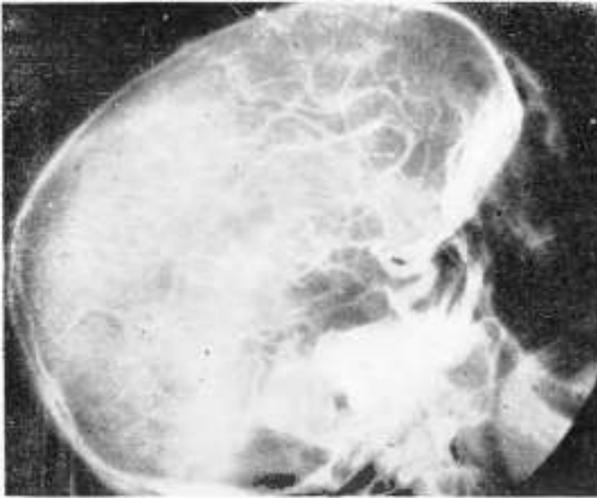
Angiogram cerebral por punción de la carótida primitiva. Radiografía lateral, para la visualización de grupo silviano y de la cerebral anterior.
